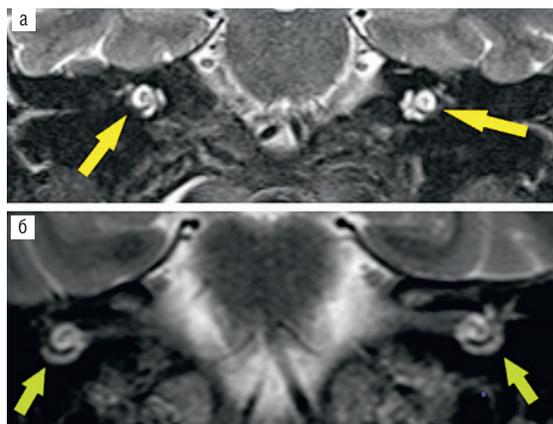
8б. Представлены данные МРТ пациентов с отосклерозом в коронарной проекции в Т-2 режиме
